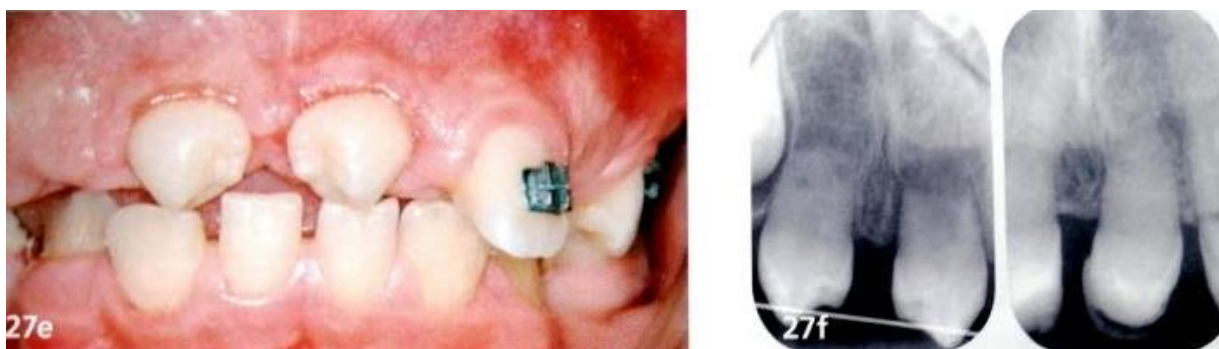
Vue intra-buccale et radiographies (visibilité de la poursuite de l'édification radulaire) après autotransplantation des premières prémolaires mandibulaires en position de 11 et 21 (11)
